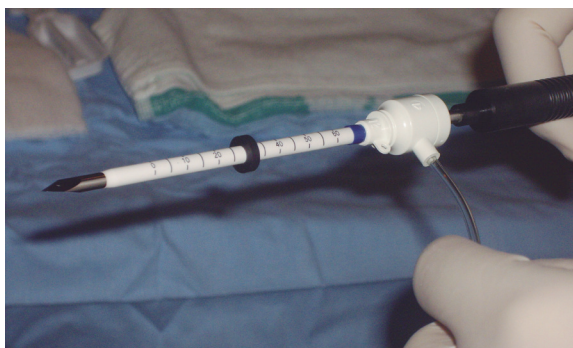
Aguja de biopsia asistida por vacío, calibre 10 G, apta para ser empleada en resonancia magnética. (Imágenes cortesía de la Dra. Amaya Martín. Corporación sanitaria Parc Tauli-UDIAT. Barcelona. España).
